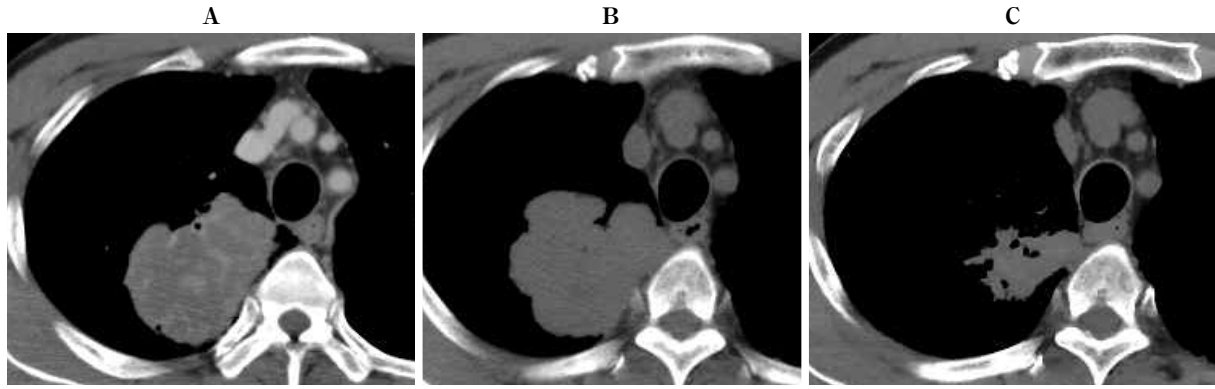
CT images from a 38-year-old man with lung cancer (adenocarcinoma, T3N0M1c, stage IVB). He received nivolumab, and a PR was achieved after 6 months. (A) A CT image obtained before immunotherapy shows a heterogeneously enhanced mass in the right lower lobe (longest diameter: 70 mm, shortest diameter: 35 mm). (B) A CT image after 3 months shows a slight increase in the shortest diameter (longest diameter: 68 mm, shortest diameter: 45 mm). (C) A CT image after 6 months shows a marked decrease in the size (longest diameter: 42 mm, shortest diameter: 20 mm), and PR was achieved (reduction rate: 38%).
